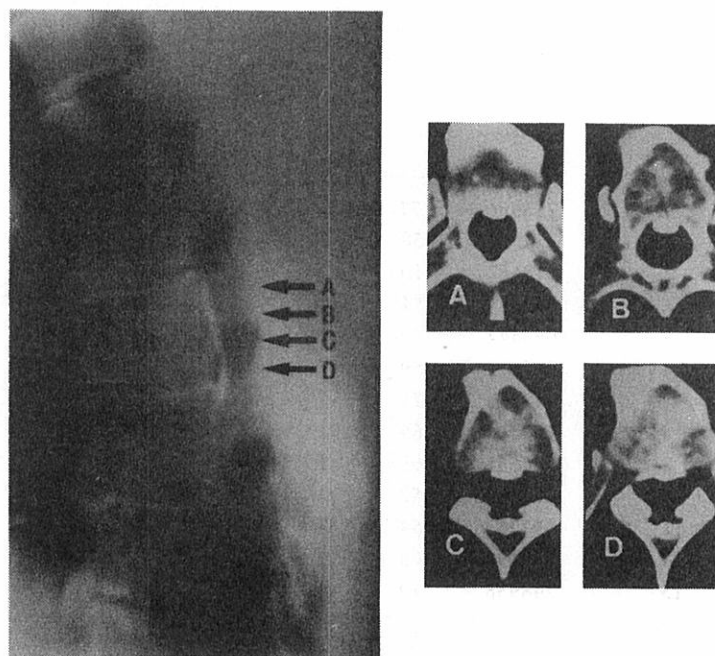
Thoracic PLLO at T6 and T7. The PLLO appears linear on lateral tomography but is irregular on CT (D) (Case 10).
